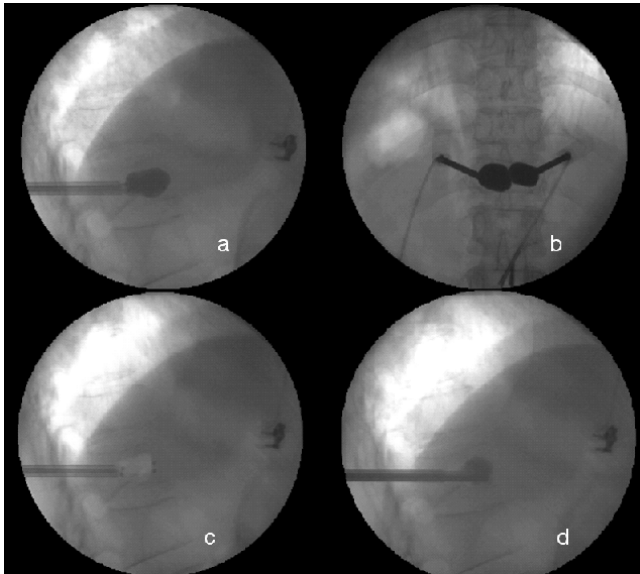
Technique de cyphoplastie (kyphoplasty technique). a : radiographie de profil, ponction pédiculaire bilatérale et gonflement des ballons à la partie antérieure du corps vertébral (lateral X-ray, bilateral pedicular approach, inflation of the balloons at the anterior part of the vertebral body) ; b : radiographie de face, la ponction pédiculaire doit être convergente, pour éviter une fracture du mur latéral de la vertèbre lors du remplissage des ballonnets (antero-posterior X-ray showing convergent pedicular approach to avoid a fracture of the lateral wall of the vertebral body during inflation of the balloons) ; c : radiographie de profil, les ballons sont dégonflés et on aperçoit la cavité ainsi créée (lateral X-ray, balloons after deflation of the balloons showing the created cavity) ; d : radiographie de profil avec injection progressive du ciment radio-opaque (lateral X-ray showing progressive injection of the cement).
